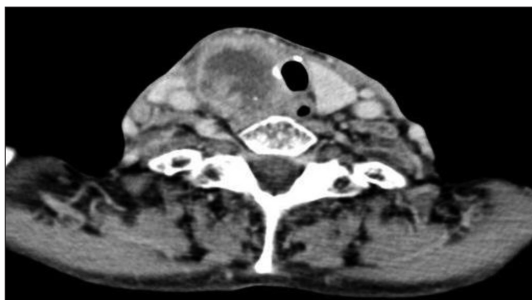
Preoperative contrast enhanced axial CT section shows a hypodense lesion with peripheral enhancement in right lobe of thyroid.
